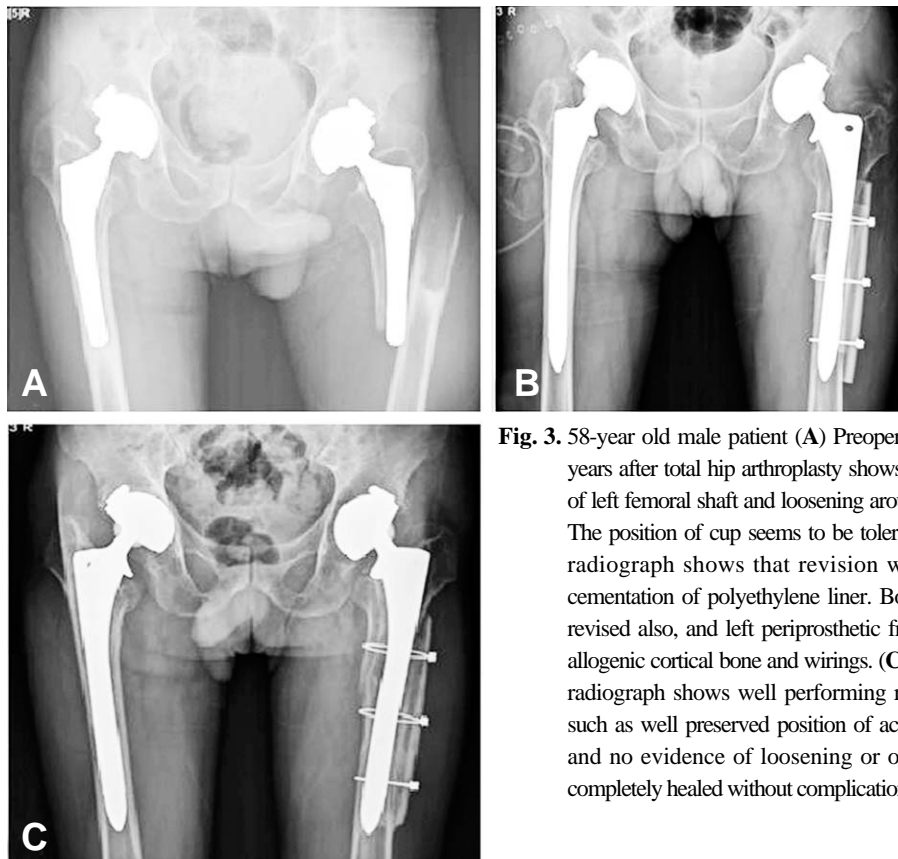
58-year old male patient (A) Preoperative radiograph, 14.6 years after total hip arthroplasty shows periprosthetic fracture of left femoral shaft and loosening around both femoral stem. The position of cup seems to be tolerable. (B) Postoperative radiograph shows that revision was performed using cementation of polyethylene liner. Both femoral stem were revised also, and left periprosthetic fracture was fixed with allogenic cortical bone and wirings. (C) Postoperative 5 years radiograph shows well performing revisional arthroplasty such as well preserved position of acetabular cup and liner, and no evidence of loosening or osteolysis. Fracture is completely healed without complication.
